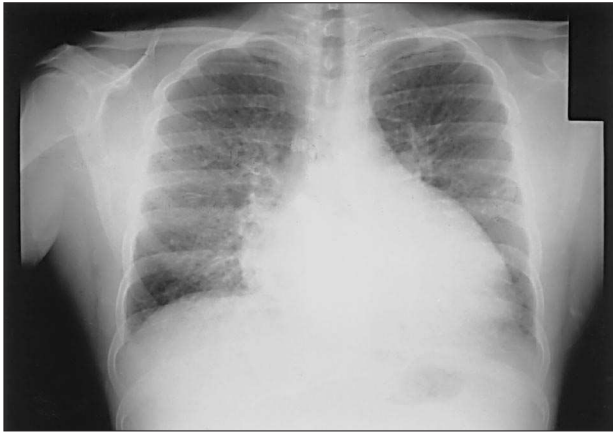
Radiografía postero-anterior de tórax al ingreso.
